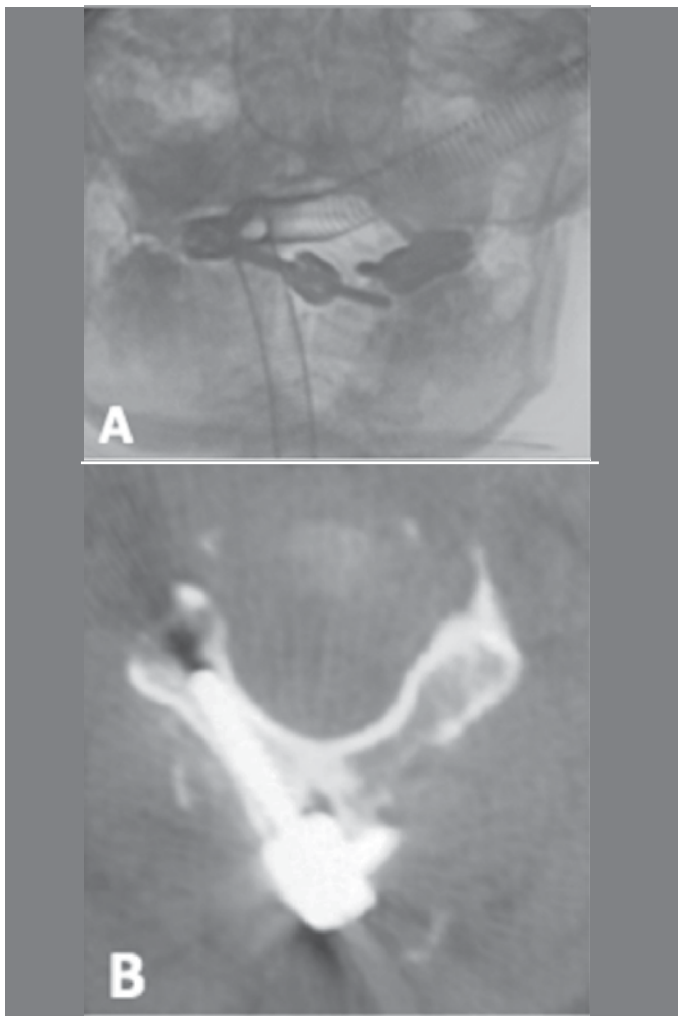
(A) Imagem de Radiografia e (B) Tomografia de pós operatório evidenciando parafuso em lâmina de C2.
